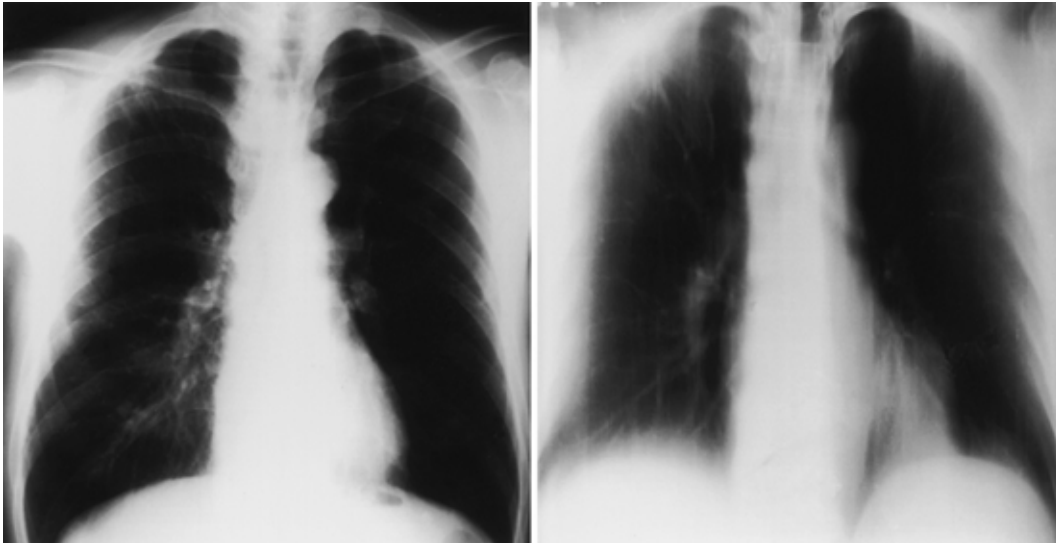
Chest X-ray showing a mass in the right lung apex.
